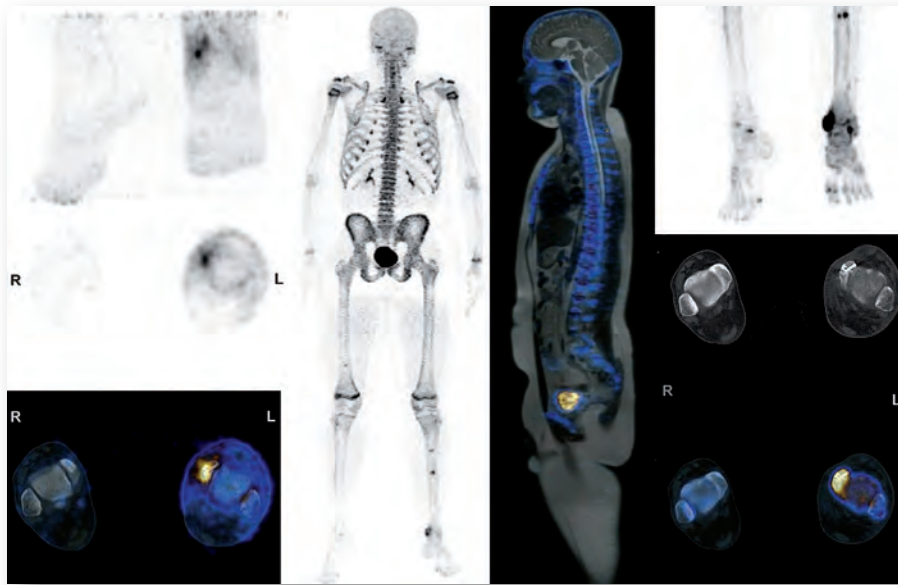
NaF-PET/MRT: 16 Jahre, männlich; die Vitalitätsdiagnostik nach Luxationsfraktur des oberen Sprunggelenks links (links frühdynamische Aufnahme, rechts späte Aufnahme in der Mineralisationsphase) zeigt eine verstärkte Perfusion im linken Malleolus medialis ohne avitale Anteile.
